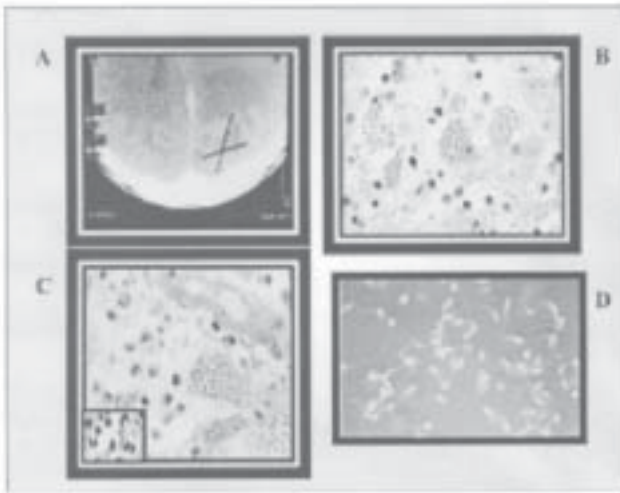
A. Tomografía computarizada: Lesión de masa hipodensa con edema perilesional. B. Biopsia cerebral: nidos de amastigotes (Giemsa  $\times 1.000$ ). C. Biopsia cerebral: visualización de nidos de amastigotes con aumento (Giemsa  $\times 1.000$ ). D. Punción lumbar: tripomastigotes en líquido cefalorraquídeo.
